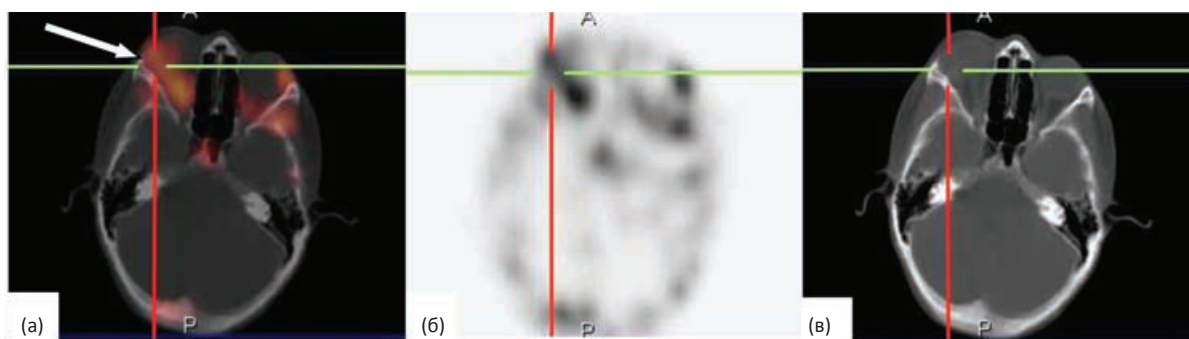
Тот же пациент, аксиальные срезы головы в режиме ОФЭКТ/КТ (а), ОФЭКТ (б), КТ (в). В правой орбите определяется объёмное образование в верхне-латеральных отделах с равномерным повышенным уровнем накопления РФП (указано стрелкой) – метаболически активная опухоль. ИП результат
